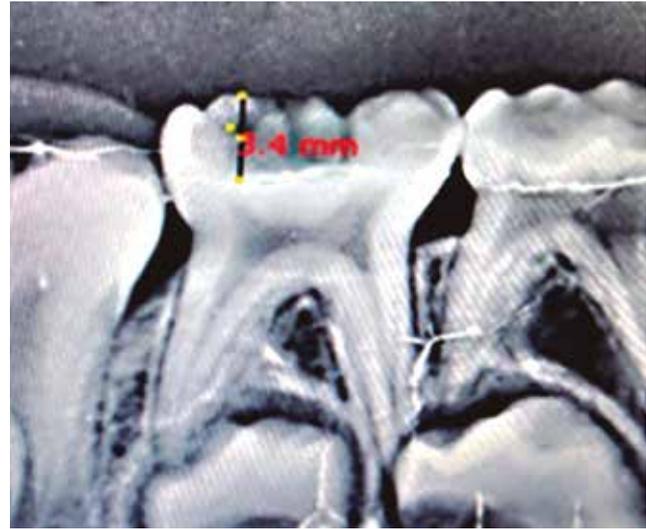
Radiografía postoperatoria de órgano dentario tratado con fresa de carburo de tungsteno con una profundidad de 3.4 mm
